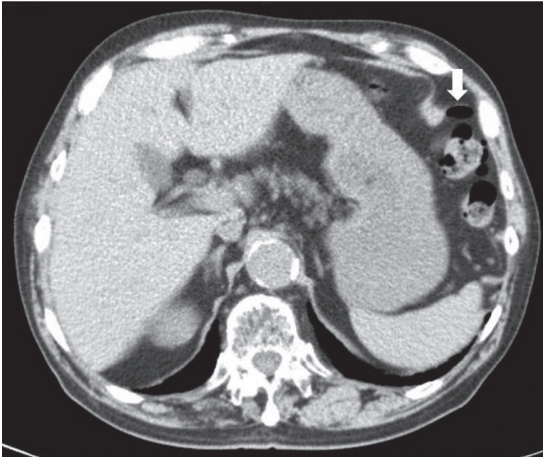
腹部CT検査：横行結腸近傍に腹腔内遊離ガス像を認めた(矢印)。
